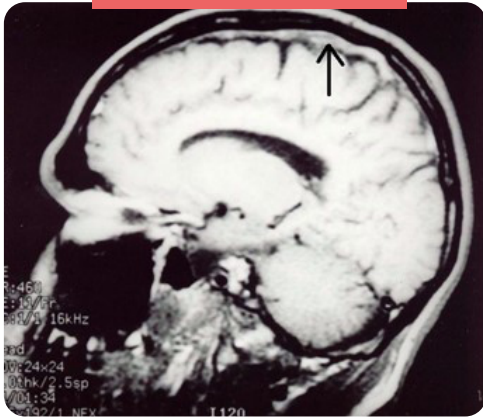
Corte sagital de RMN mostrando trombosis de seno longitudinal superior.
